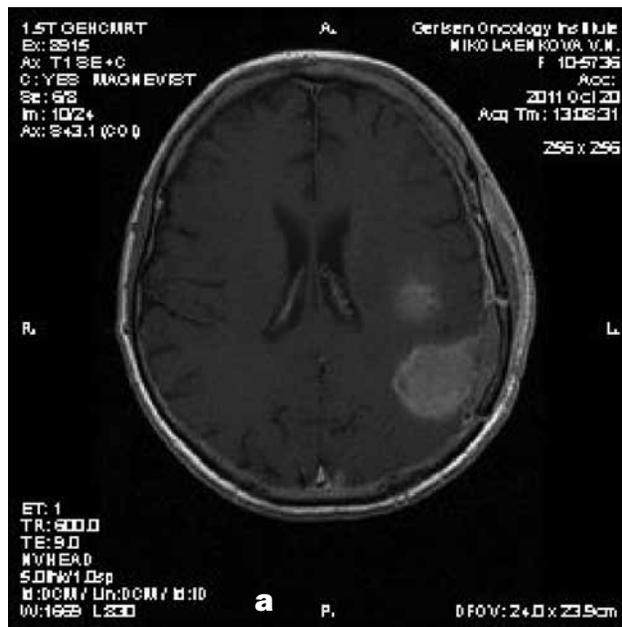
МРТ головного мозга в T1 режиме с контрастным усилением на первые сутки после операции:
